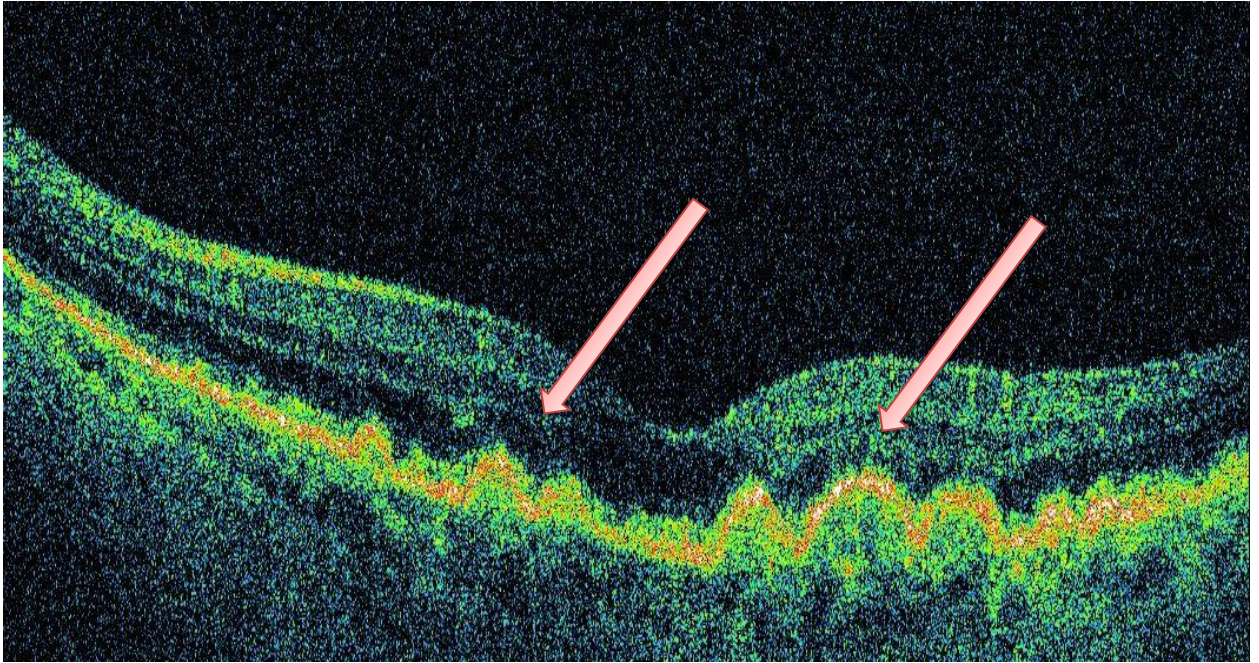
Examenul tomografiei în coerență optică indică decolări de dimensiuni medii și mari ale epitelului pigmentar al retinei localizate atât în zona foveei cât și în zona parafoveolară și perifoveoală, sugestive pentru druzele maculare moi.
